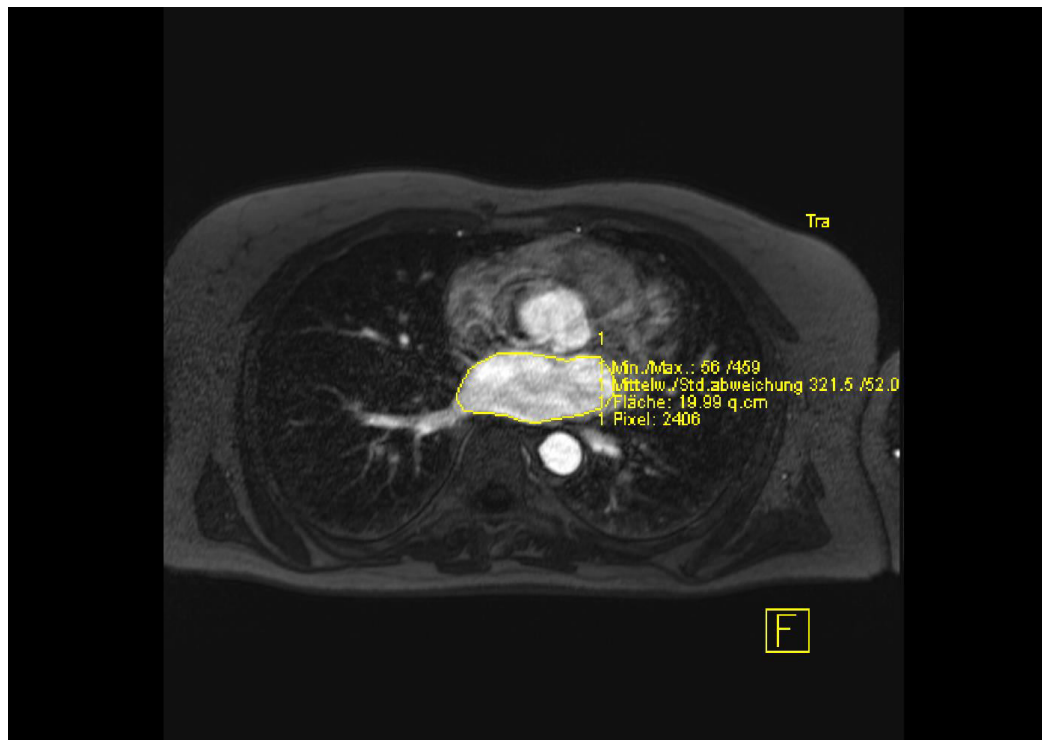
Beispiel von LAV-Messung, MRT-Bild von Patient Y prä Ablation: 19,99 cm²
